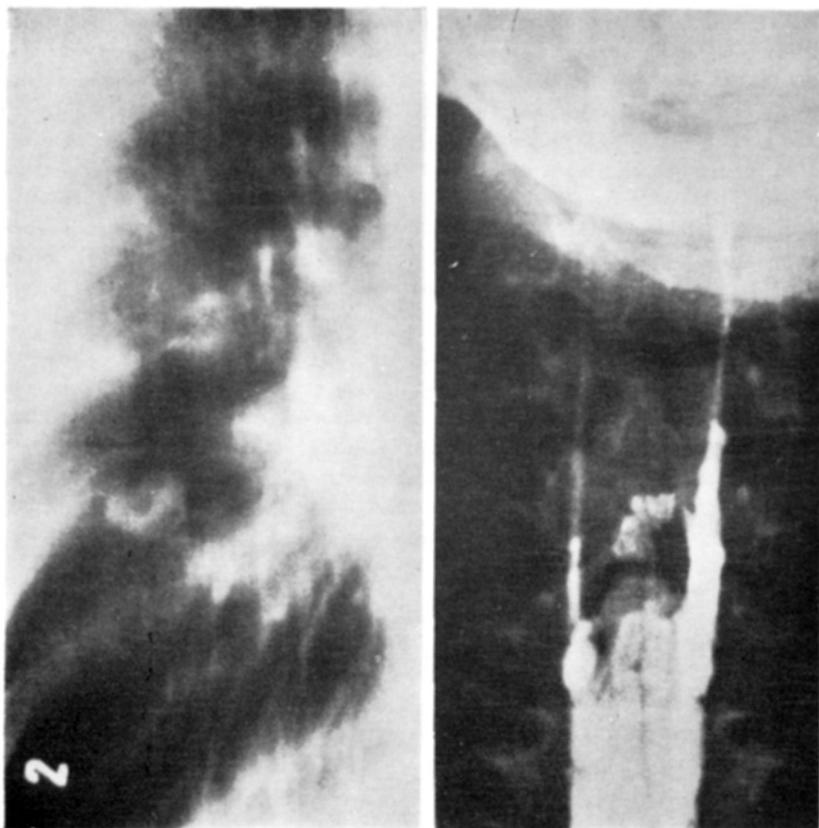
Caso CP. À esquerda, tomografia em AP do pulmão direito mostrando formação nodular com cavitação no seu interior, além das condensações não homogêneas. À direita, mielografia cervical em AP mostrando bloqueio cervical, com alargamento da sombra medular.
